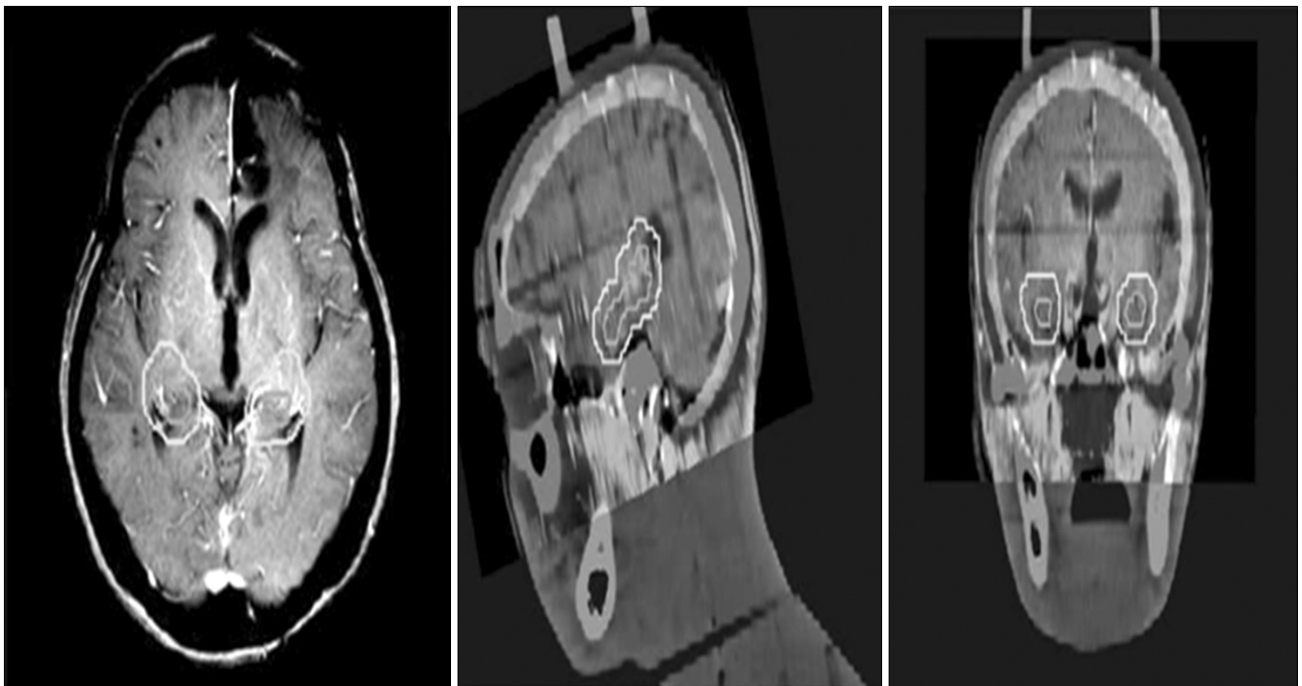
Delineation of the hippocampus in MRI (Orange Line: Hippocampus, Light green Line: Hippocampus 3 mm expansion).
